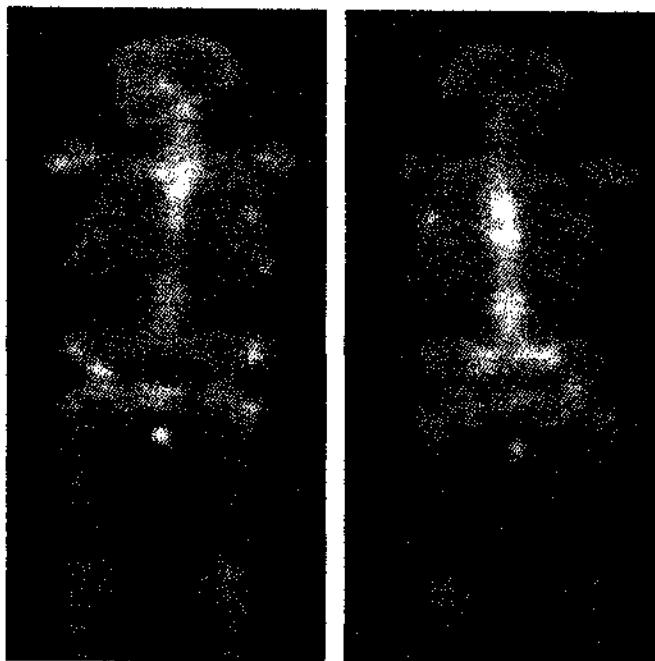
Обзорная остеосцинтиграфия больной X.
